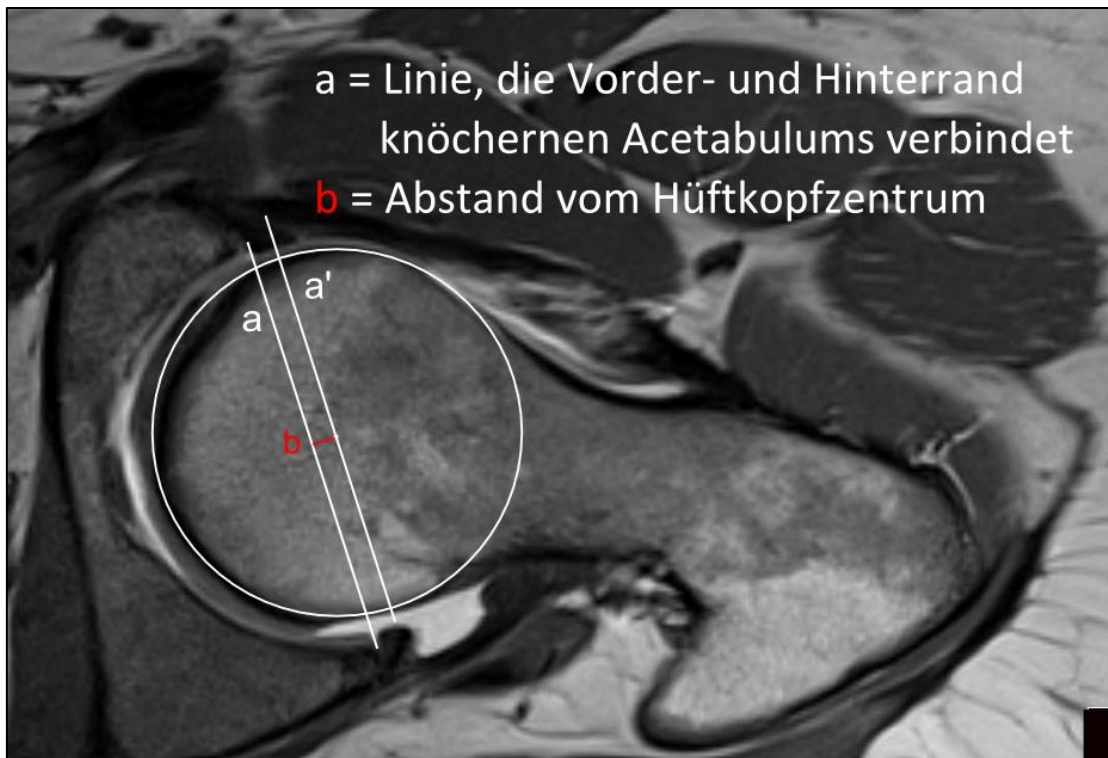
Acetabuläre Tiefe; Ausschnitt MRT-Aufnahme – axiale Schnittebene
